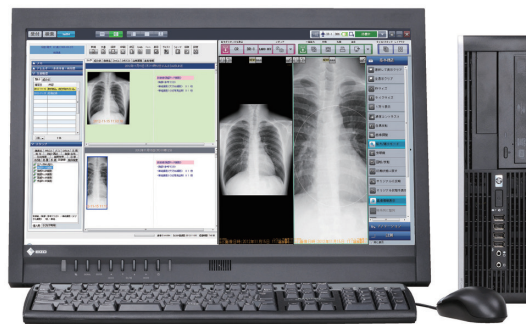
The Unitea a digital X-ray diagnostic imaging system for clinics.
